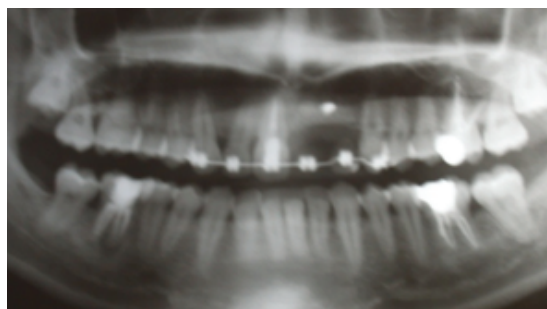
Radiografia panorâmica 6 meses após a realização do enxerto ósseo onde se pode observar a correção em altura do defeito ósseo prévio.
